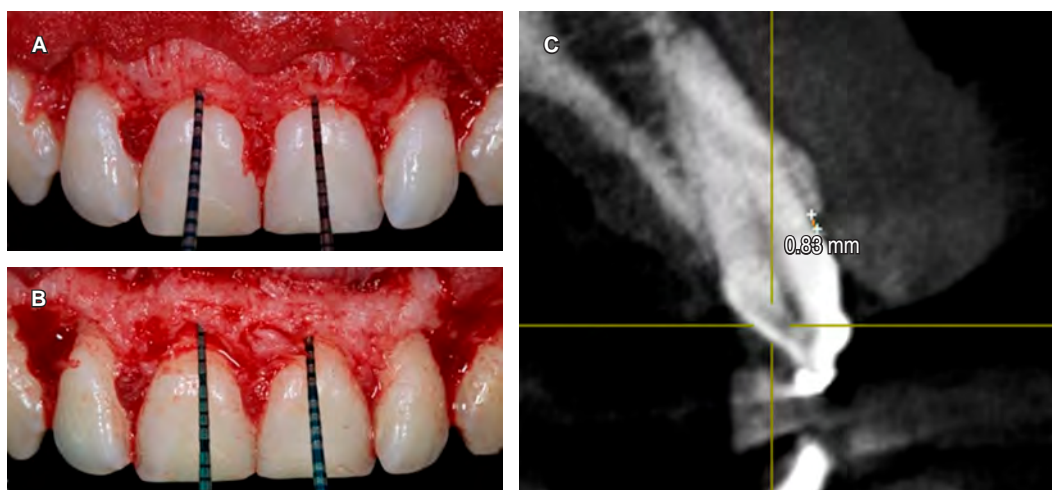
A) Medición de la cresta ósea a la unión cemento-esmalte con una sonda periodontal. B) Ostectomía realizada y medida con una sonda periodontal. C) Vista transversal en *cone-beam computed tomography* de pieza 2.1 con la distancia (0.83 mm) de la unión cemento-esmalte a cresta ósea.
